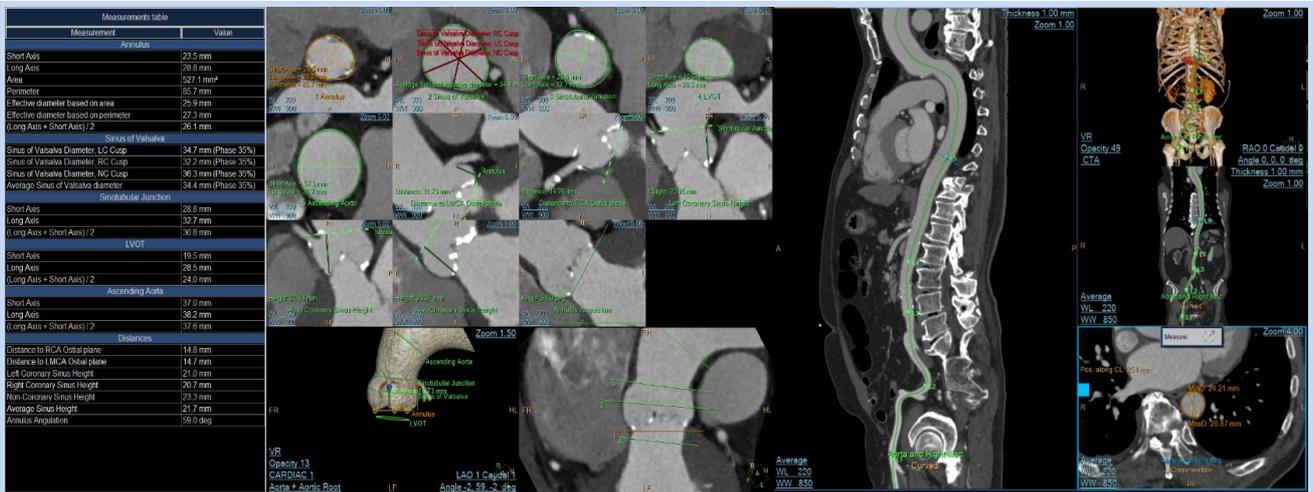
TAVI Planning. 心臓CTで半自動的にTAVIデバイスのサイジングに必要な大動脈の計測ポイントを簡単に確認でき、計測結果が一覧表示される。
